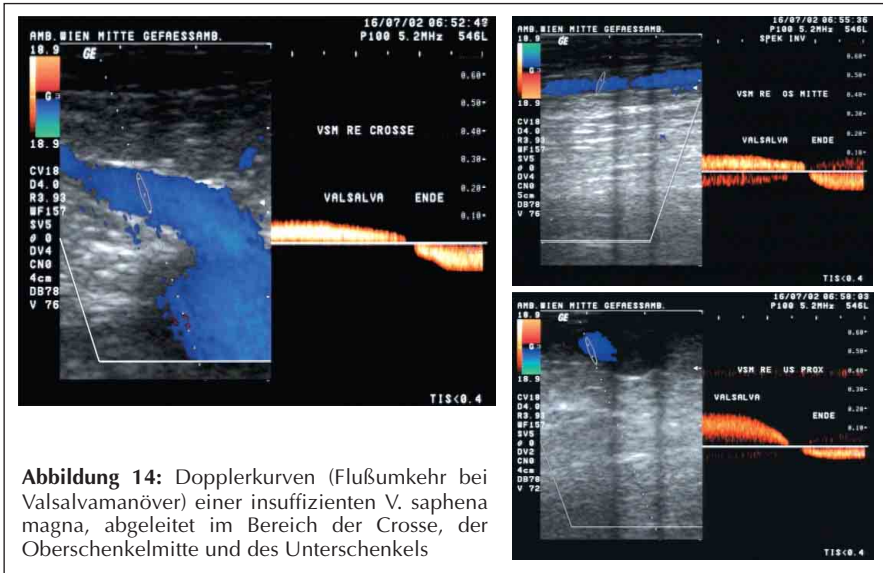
Dopplerkurven (Flußumkehr bei Valsalvamanöver) einer insuffizienten V. saphena magna, abgeleitet im Bereich der Crosse, der Oberschenkelmitte und des Unterschenkels
